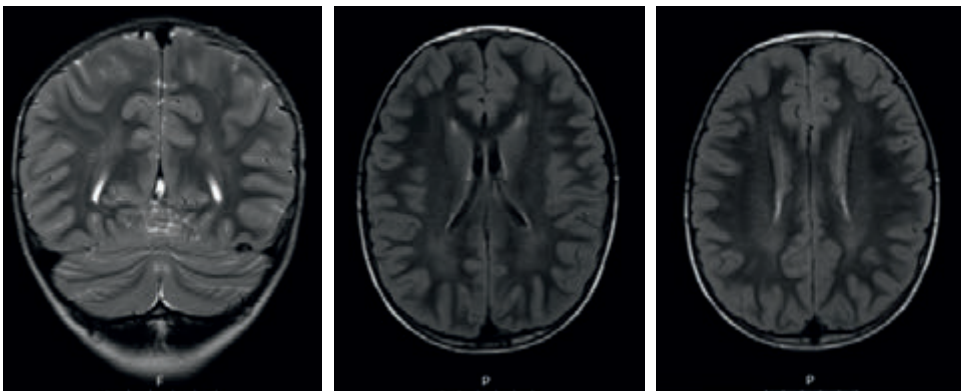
RM-CE, realizada aos 9 anos e 3 meses, onde se identifica hipersinal em T2-SE coronal e FLAIR da substância branca peri-ventricular occipito-parietal bilateralmente.
